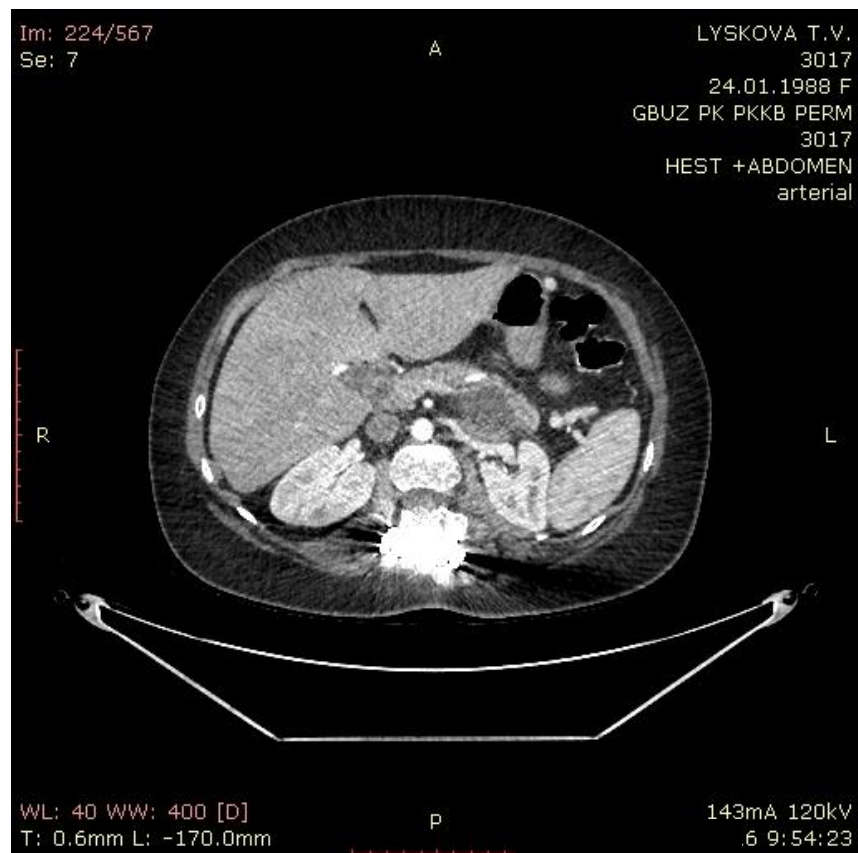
КТ органов брюшной полости с болюсным усилением. Артериальная фаза. Б-ная Л, 28 лет. Диагноз – АП. Скопление жидкости в области хвоста по задней поверхности ПЖ размерами 3х3 см, плотностью 9 ед.
